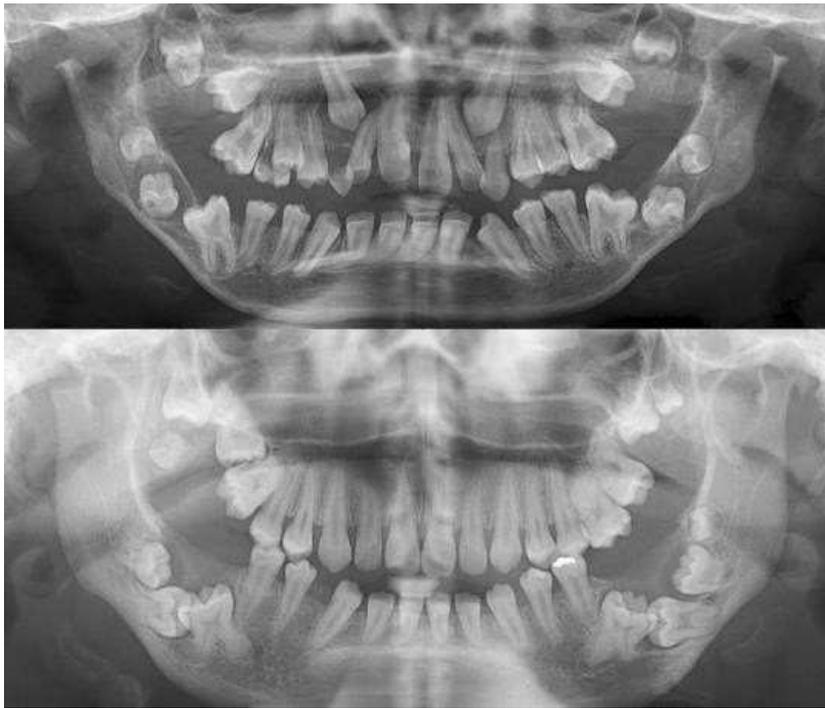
Radiografías panorámicas de pacientes con MPS tipo VI de 10 y 14 años.²⁸
